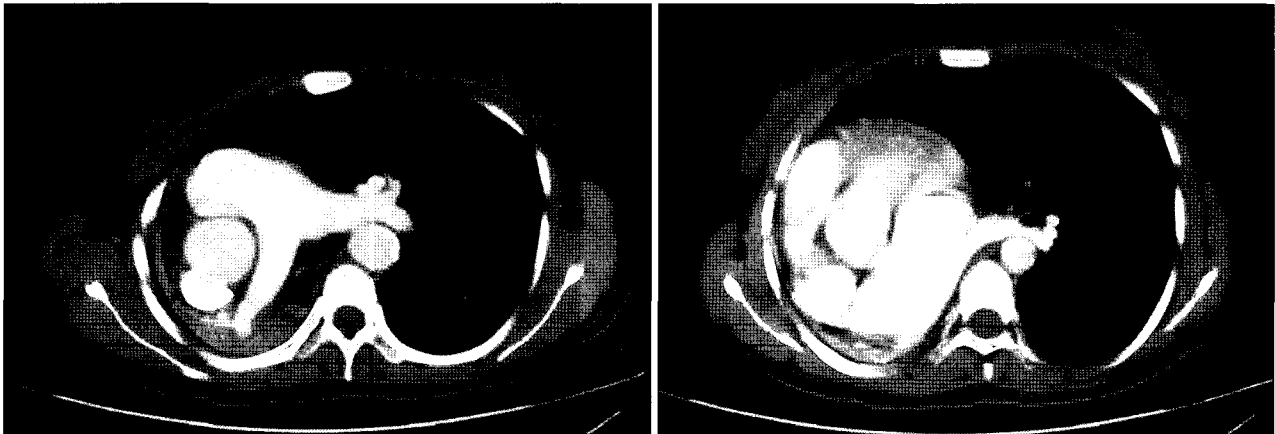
Preoperative computed tomography shows mediastinal shift to the right and displacement of the heart with counterclockwise rotation.
